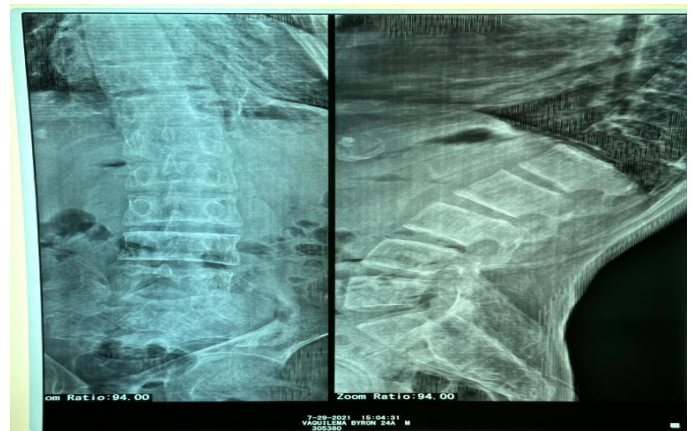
Radiografía de columna lumbar: Hay hiperlordosis de la región lumbar, hay cambios espondilo artrósicos en el segundo dorsal.
